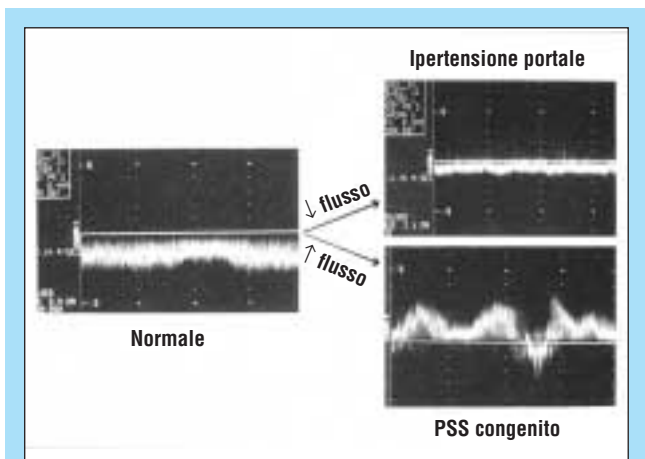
Esempi di spettri Doppler ottenuti dalla vena porta. In un cane normale non sedato (sinistra) il flusso portale è relativamente uniforme. L'ipertensione portale (in alto a destra) determina una riduzione della velocità di flusso (in questo caso, sino ad un valore medio di 5 cm/sec). Nei cani con shunt portosistemico congenito (in basso a destra) il flusso può essere aumentato e variabile.
